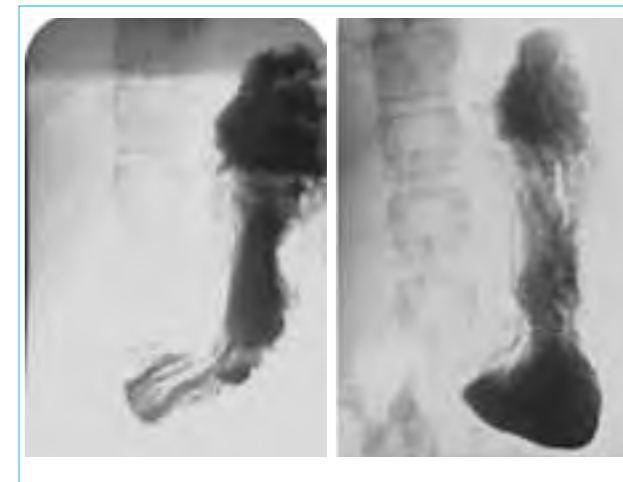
Картина при рентгенологическом исследовании желудка
